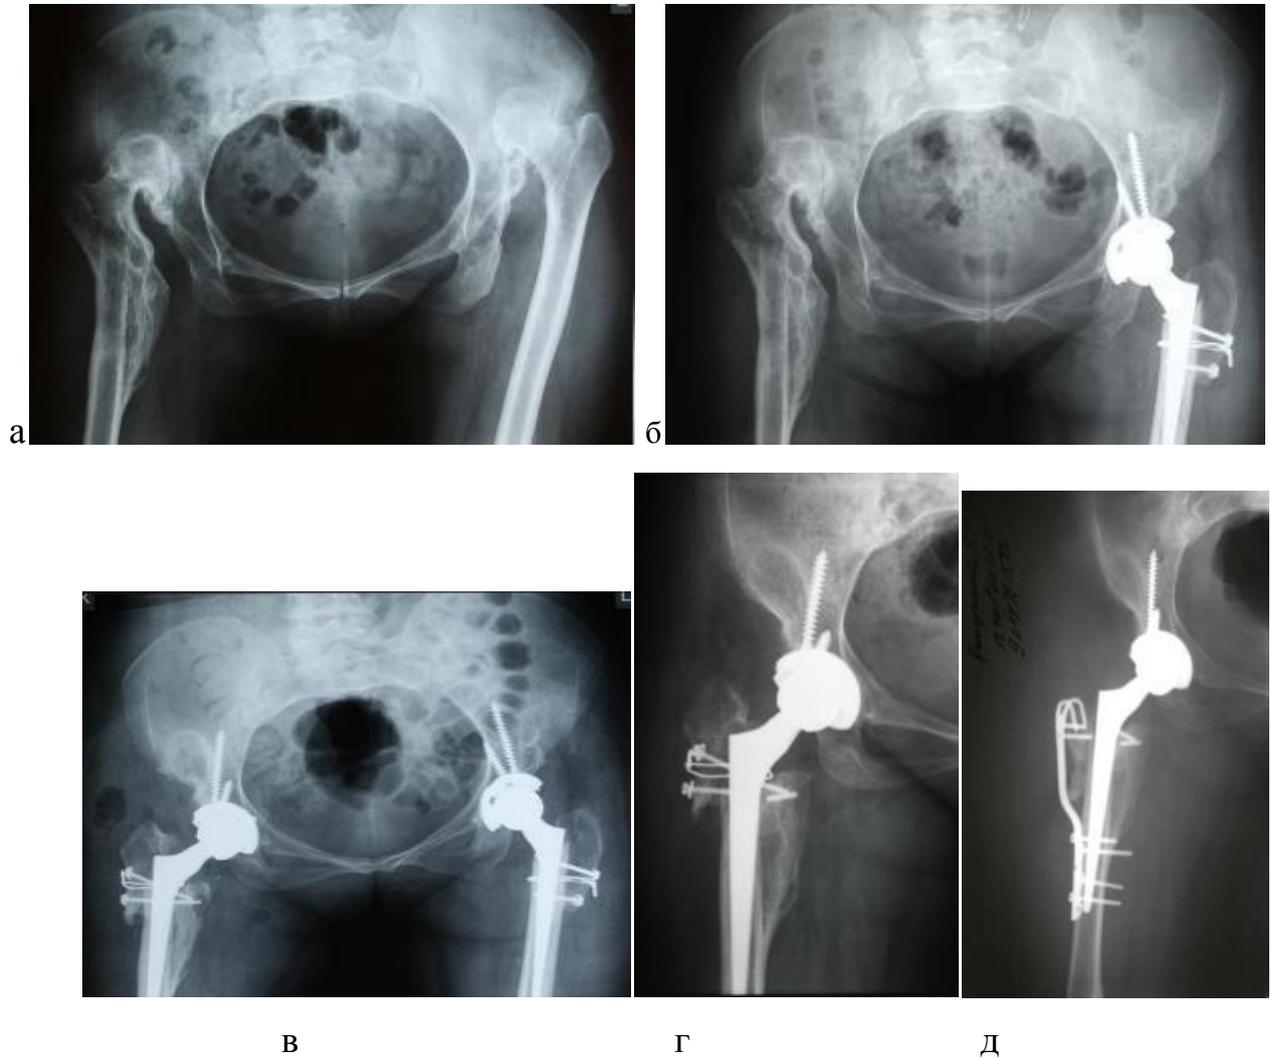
Рентгенограммы больной М., 53 лет: а – до операции;
